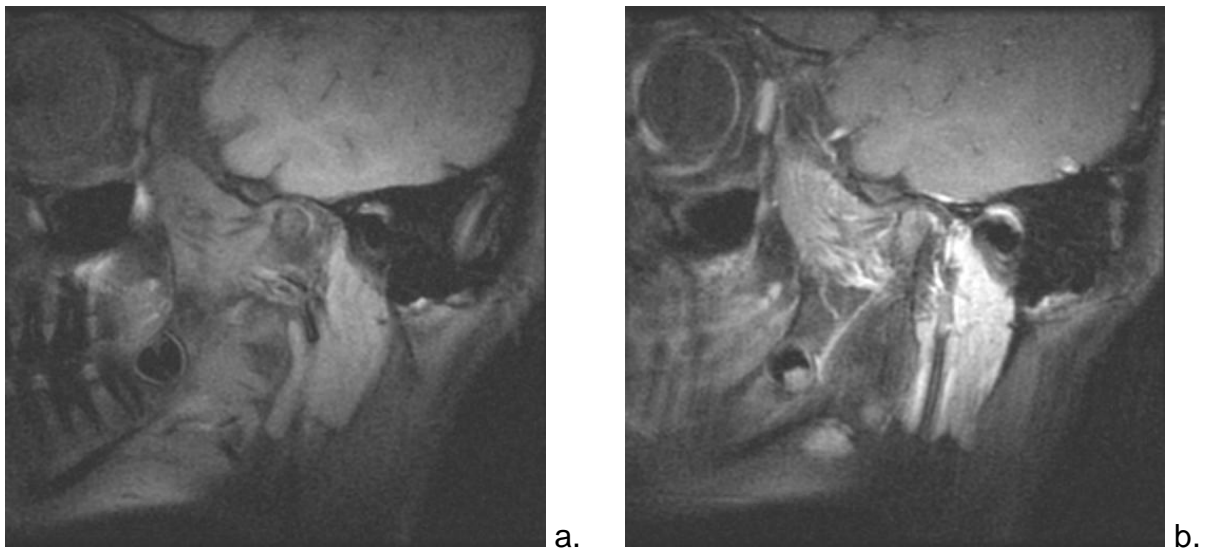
TMJ sagittal T1-weighted fat suppressed images, pre-contrast (a) and post-contrast (b) featuring moderate degree of synovial enhancement.
